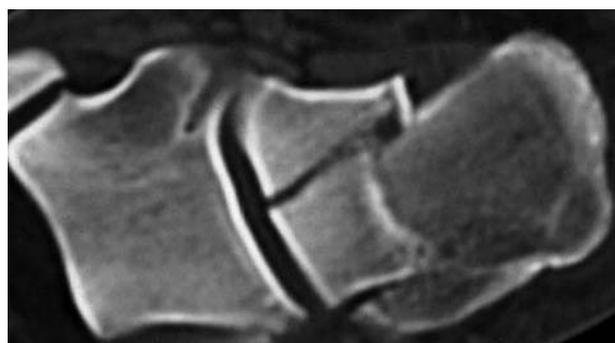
TAC, corte frontal.
